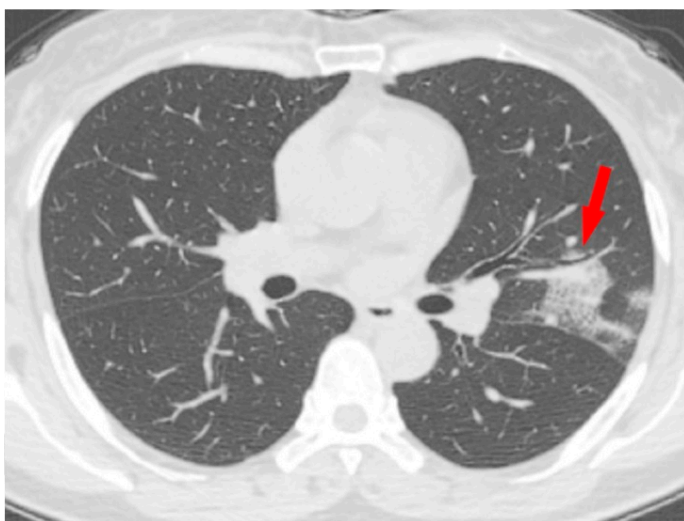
TC torácico en el que se muestra uno de los patrones con los que se manifiesta la COVID-19. Patrón en vidrio esmerilado. Tomada de Zi Yue Zu. <sup>(32)</sup>
